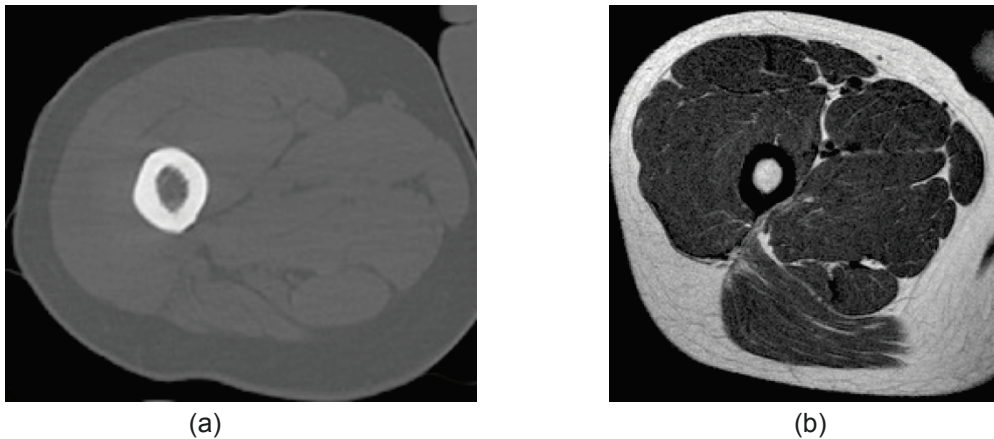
(a) Röntgen-CT-Aufnahme, in welcher der kortikale Knochen hell dargestellt ist
